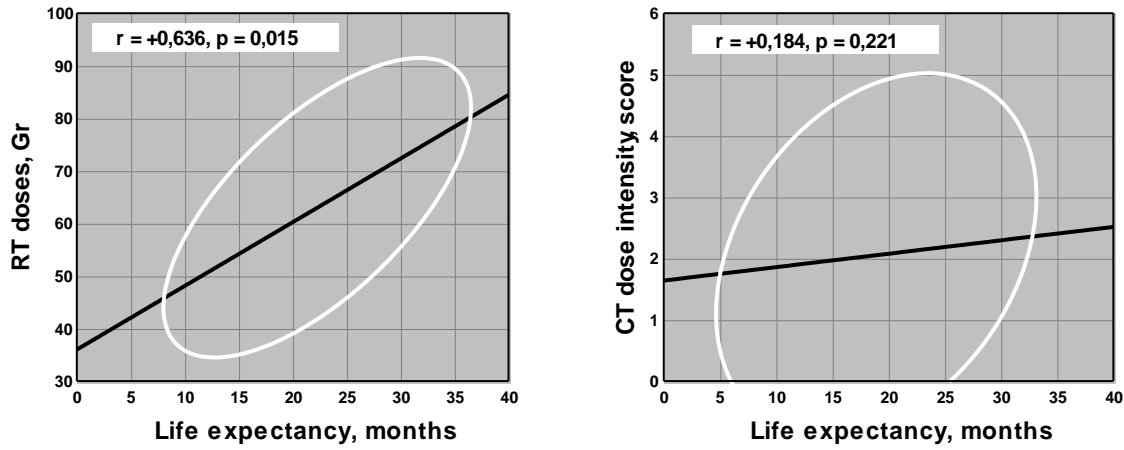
Pearson correlations of life expectancy in GC patients from dose rate and intensity of given radiation therapy (RT) and chemotherapy CT
